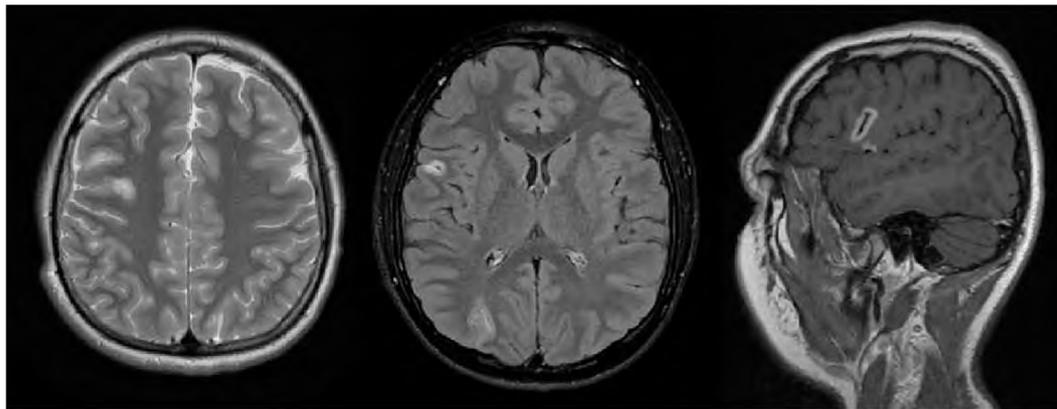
Магнитно-резонансная картина поражения преимущественно кортикального вещества правого полушария с признаками геморрагического пропитывания при синдроме MELAS (DWI, FLAIR, T1)
